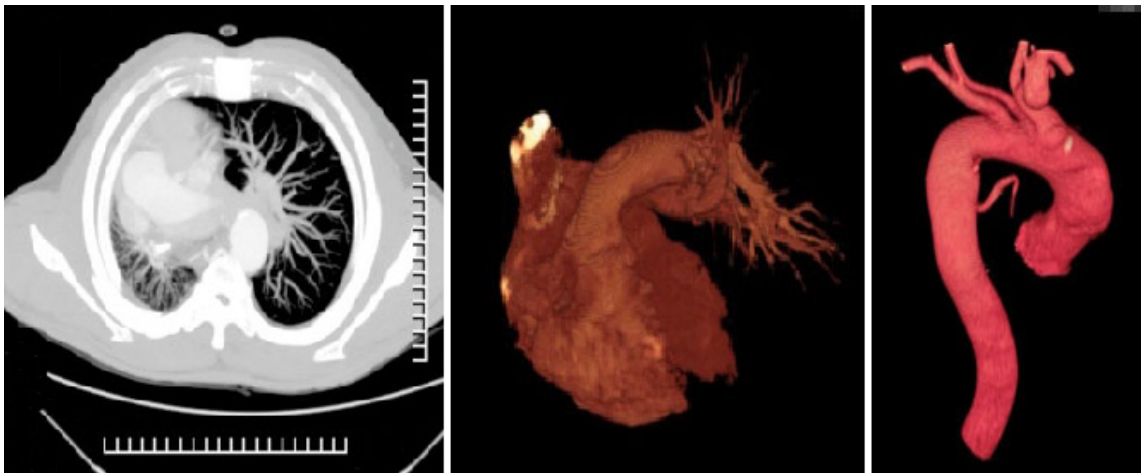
Angiotomografía pulmonar.
